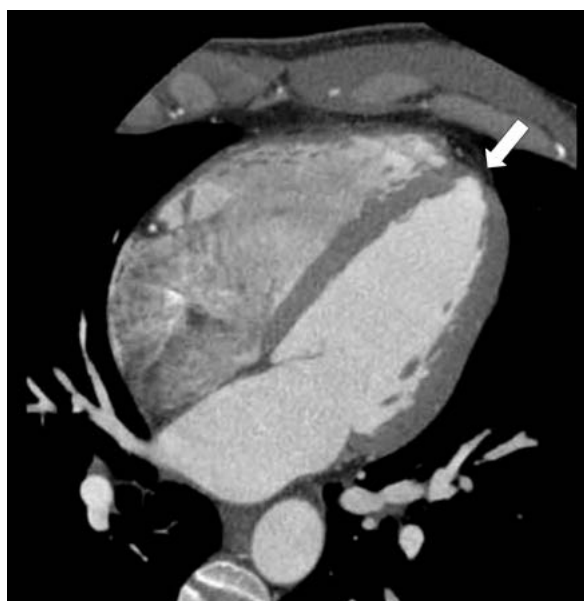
Апикальное утончение (стрелка) по данным МСКТ с контрастированием
